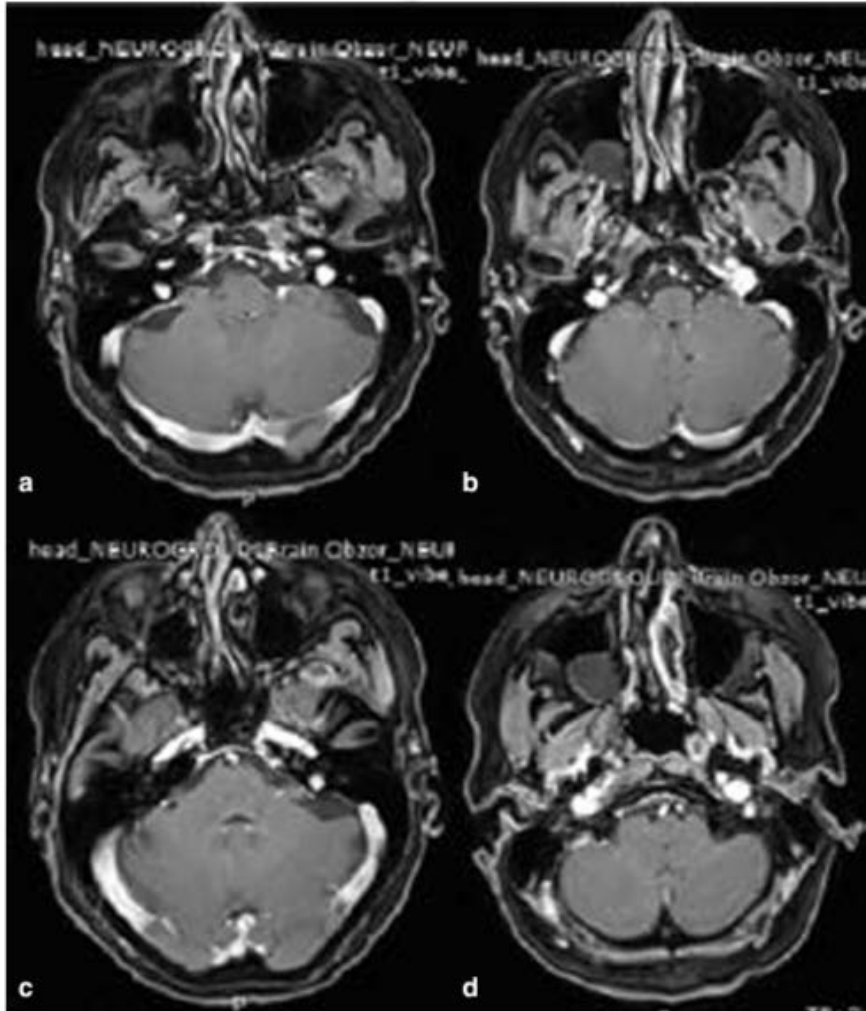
На серии МР-томограмм с внутривенным контрастированием (режим Т1, аксиальная проекция): а – метастаз в варолиевом мосту справа при настоящем исследовании не определяется; б – метастаз в области правого мосто-мозжечкового угла при настоящем исследовании не определяется; с – метастазы в варолиевом мосту и правой гемисфере мозжечка при настоящем исследовании не определяются; д – метастаз в левой гемисфере мозжечка при настоящем исследовании не определяется.
